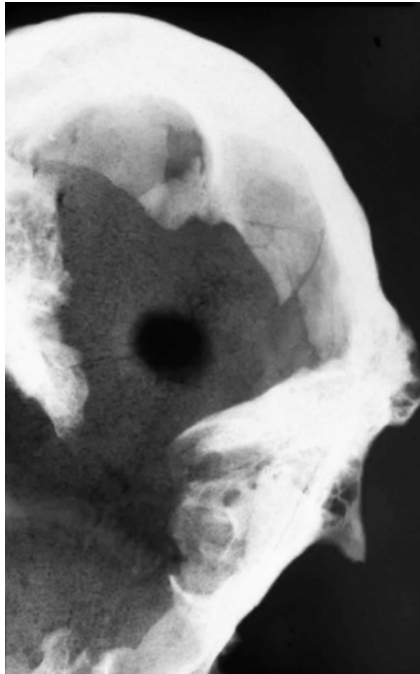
La radiografía de la calota de la figura precedente muestra una reacción osteogénica periorifical, así como la práctica desaparición de las cavidades diploicas en la zona
